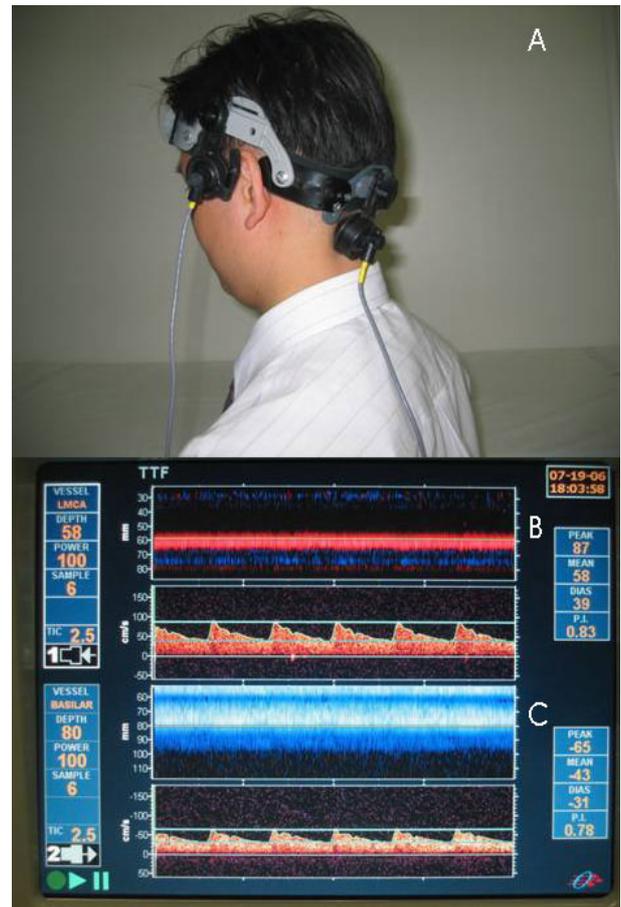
Simultaneous insonation of the left MCA and BA (A), and their displays (B). Specific headset is applied (A). One power M-mode represents the entire signal through the left temporal window and the yellow line point out the depth of 58 mm of the left MCA, and spectral Doppler display shows flow signal from the left proximal MCA (B). Another power M-mode represents the entire signal through the posterior occipital window and the yellow line point out the depth of 80 mm of the BA, and spectral Doppler display shows flow signal from the proximal BA (C).
